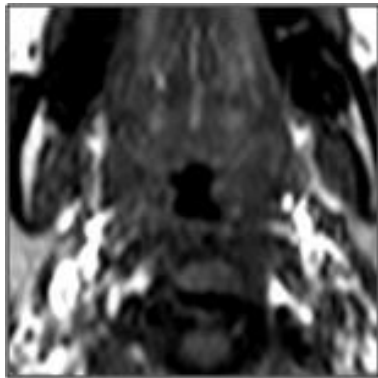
기도를 촬영한 MRI 축(axial) 영상
